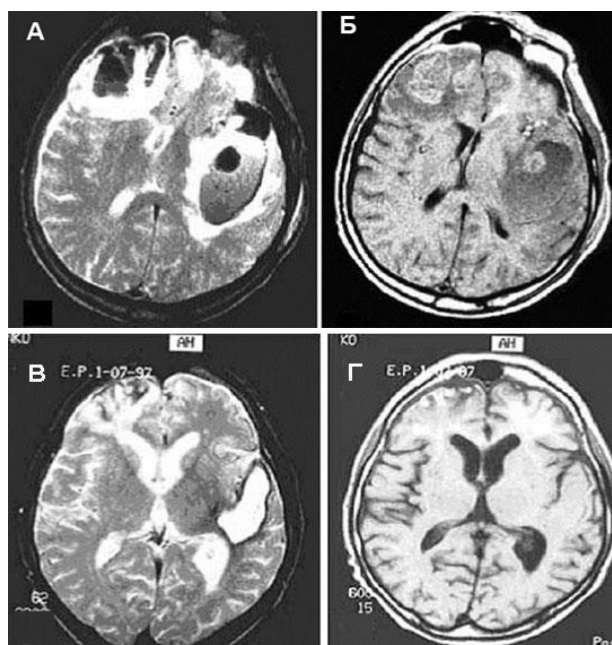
Тяжелая проникающая черепно-мозговая травма у 64-летнего пострадавшего. Внутримозговая гематома в височной и теменной долях слева, крупный очаг разможнения в правой лобной доле, небольшой очаг разможнения в левой лобной доле. Консервативное лечение. МРТ в режимах T2 и T1; а, б – третьи сутки после ЧМТ. Гематома и очаги разможнения характеризуются преимущественно пониженной интенсивностью сигнала на томограммах по T2 в центральных отделах и окружены выраженным гиперинтенсивным перифокальным отеком. На томограммах по T1 очаги повреждения характеризуются гетерогенно измененным сигналом; в, г – спустя 74 суток после ЧМТ. В левой височной доле на месте гематомы сформировалась кистозная полость, которая гиперинтенсивна на томограмме по T2 и изоинтенсивна на томограмме T1. Рубцово-атрофический процесс в зоне очага разможнения в лобной доле справа. Умеренная диффузная атрофия головного мозга
